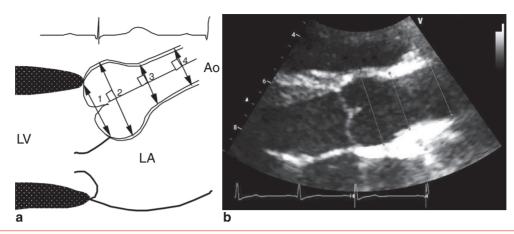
a. Anneau aortique (1), sinus de Valsalva (2), jonction sinotubulaire (3), aorte ascendante (4). b. Image échographique bidimensionnelle correspondante de la racine aortique et mesure des diamètres de l'aorte ascendante.
